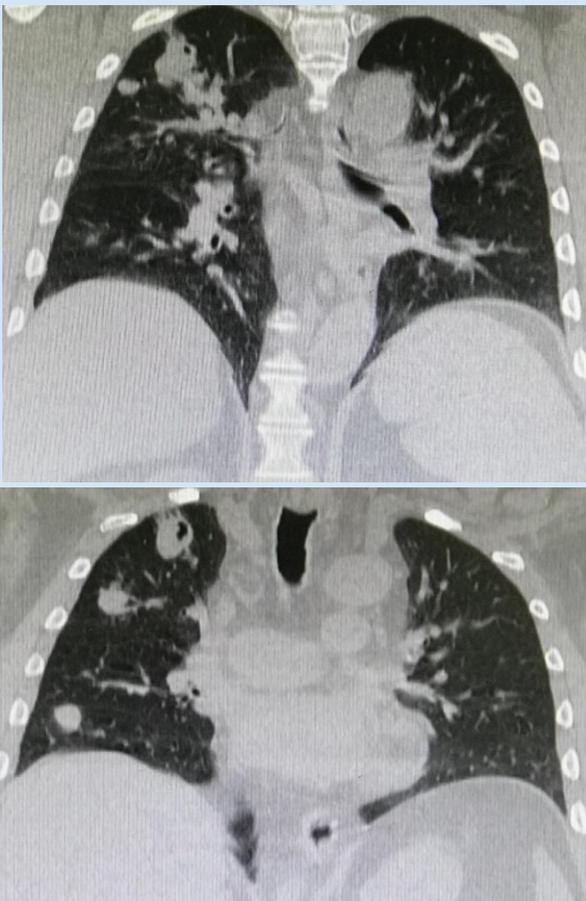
Corte coronal de tomografía de tórax.
